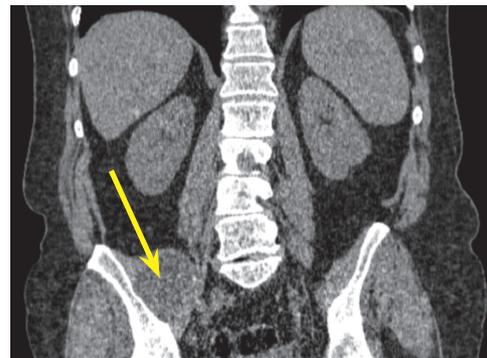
Мультиспиральная компьютерная томография. Образование в *m. psoas* в коронарной проекции
